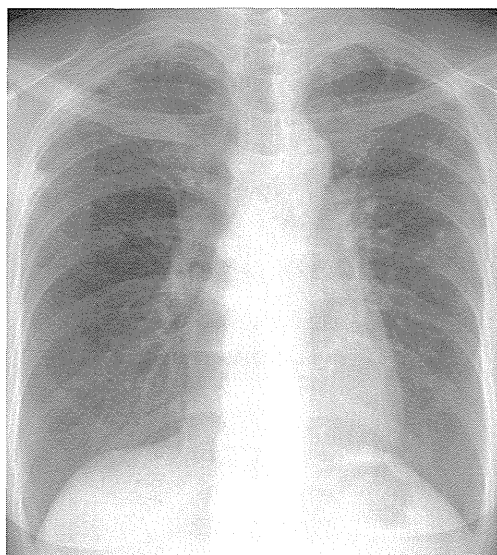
症例8, 65-year-old female 胸部単純写真
